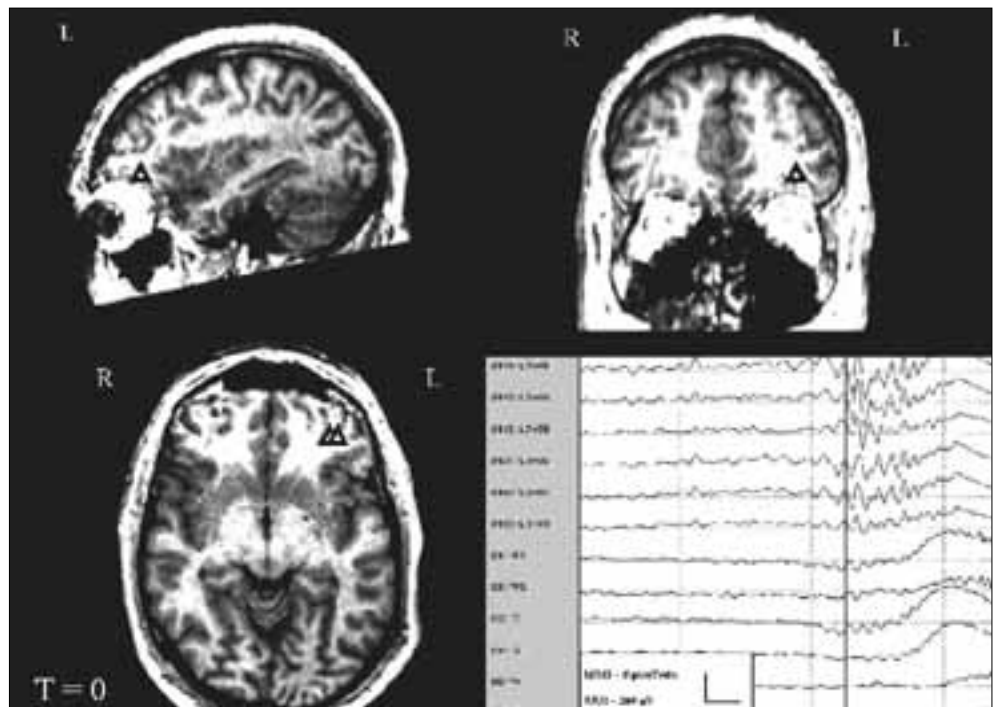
Inicio de la crisis (línea vertical) en el registro de magnetoencefalograma (superior) y de electroencefalograma (inferior). Resonancia magnética con los dipolos correspondientes (triángulos blancos) en la cara orbitaria (región posterolateral) de la circunvolución frontal inferior izquierda.
